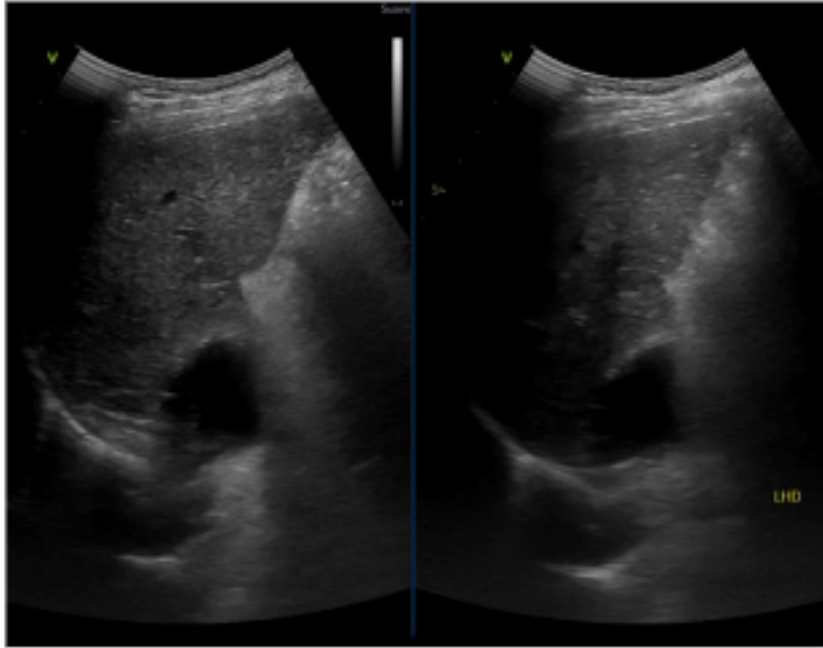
Ultrasonido hígado homogéneo
